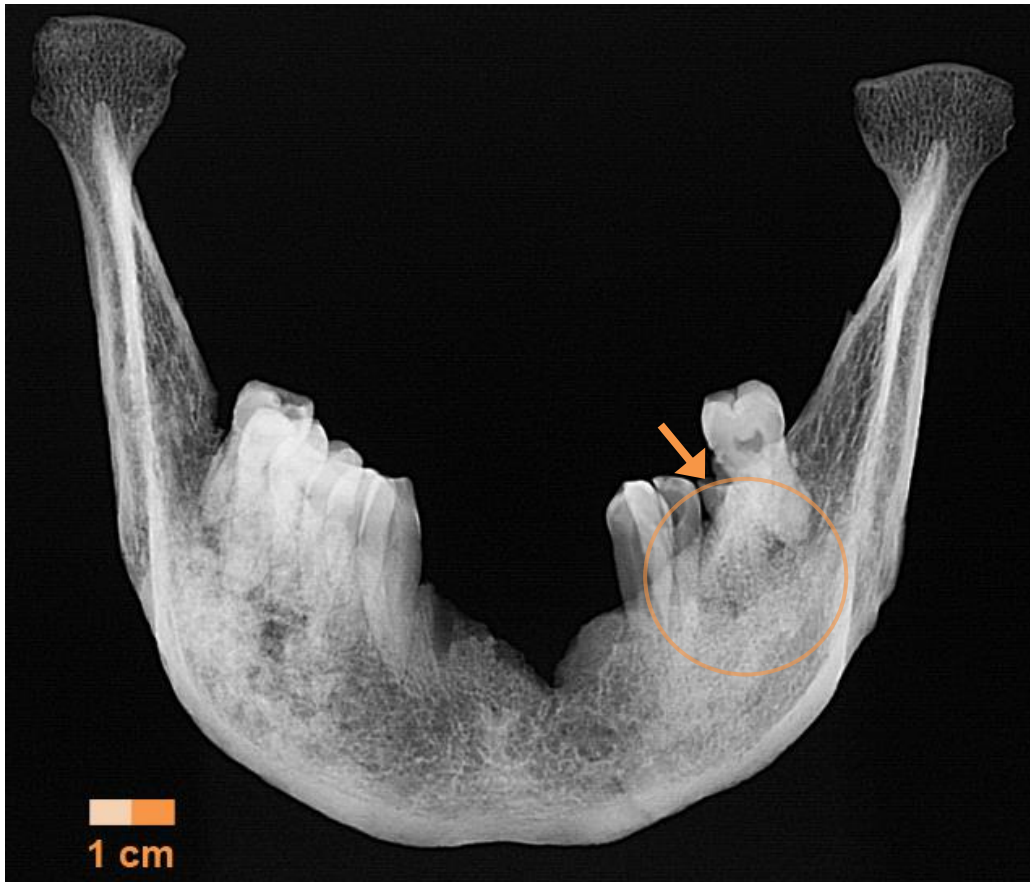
Ind. 995, Röntgenaufnahme Unterkiefer frontal, Pfeil: kariös zerstörte Zähne 46 und 47, Kreis: Knochensubstanzverlust durch periapikale Läsion (Bild: Rechtsmedizin Mainz)
